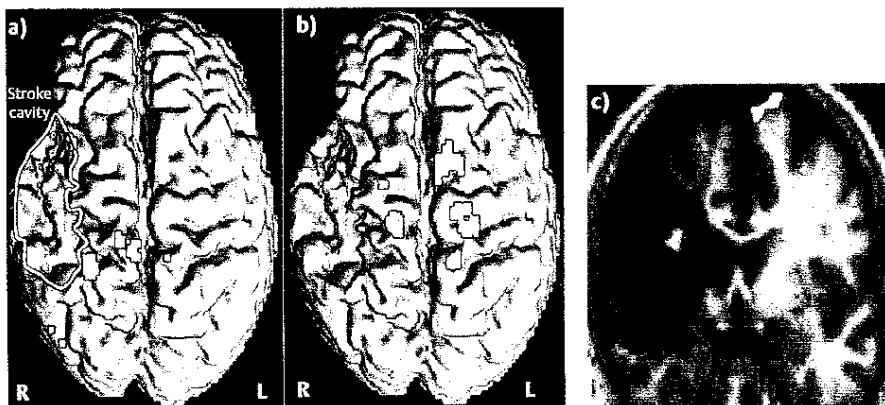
a-c Kernspintomographische Aufnahmen der Hirnstrukturen und -aktivierung. a u. b Vor bzw. nach dem Training gewonnene dreidimensional dargestellte fMRI-Bilder in axialer Ebene (Stroke cavity = schlaganfallsbedingte Höhle). c Aufnahme in der Frontalebene nach dem Training.
